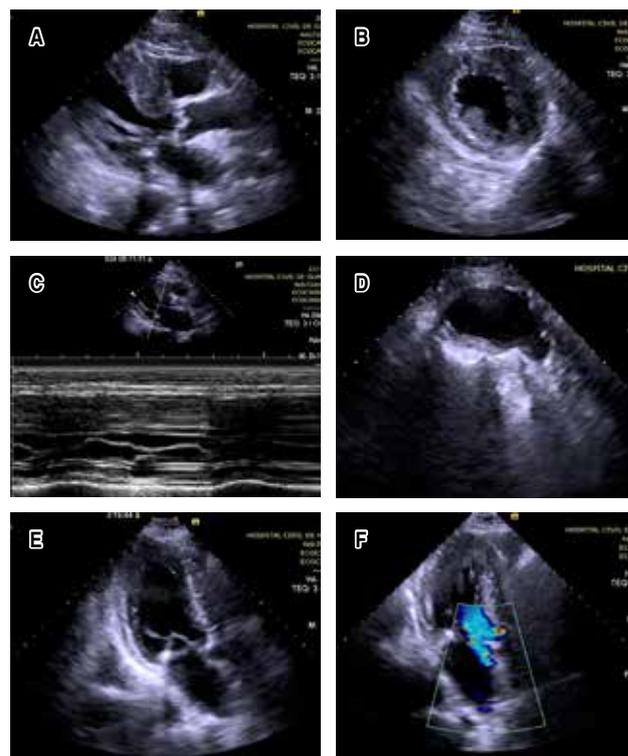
Ecocardiograma que demuestra los hallazgos característicos de la miocardiopatía hipertrófica.
